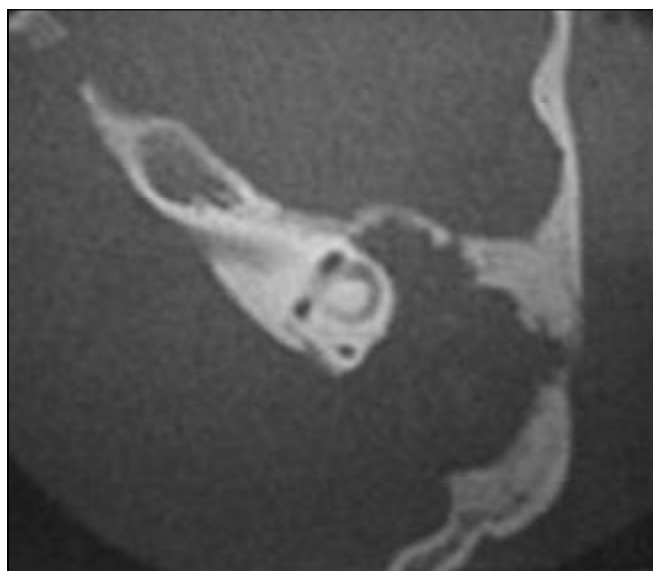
TC de osso temporais, corte axial, demonstrando colesteatoma gigante causando extensa destruição óssea nas regiões mastoídea e epitimpânica, erodindo toda a placa óssea da fossa posterior. Notar a deiscência do canal de Falópio na região do gânglio geniculado e no segmento timpânico.
